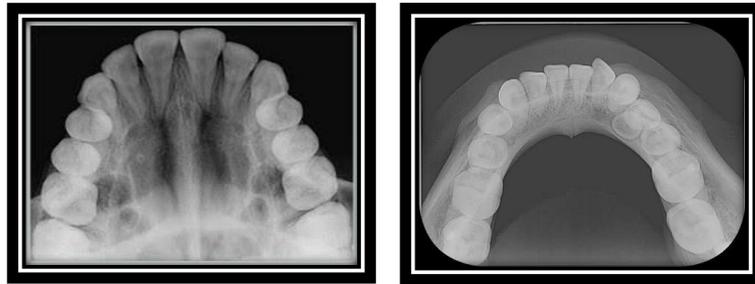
Radiografía oclusal superior y oclusal inferior.¹⁸
